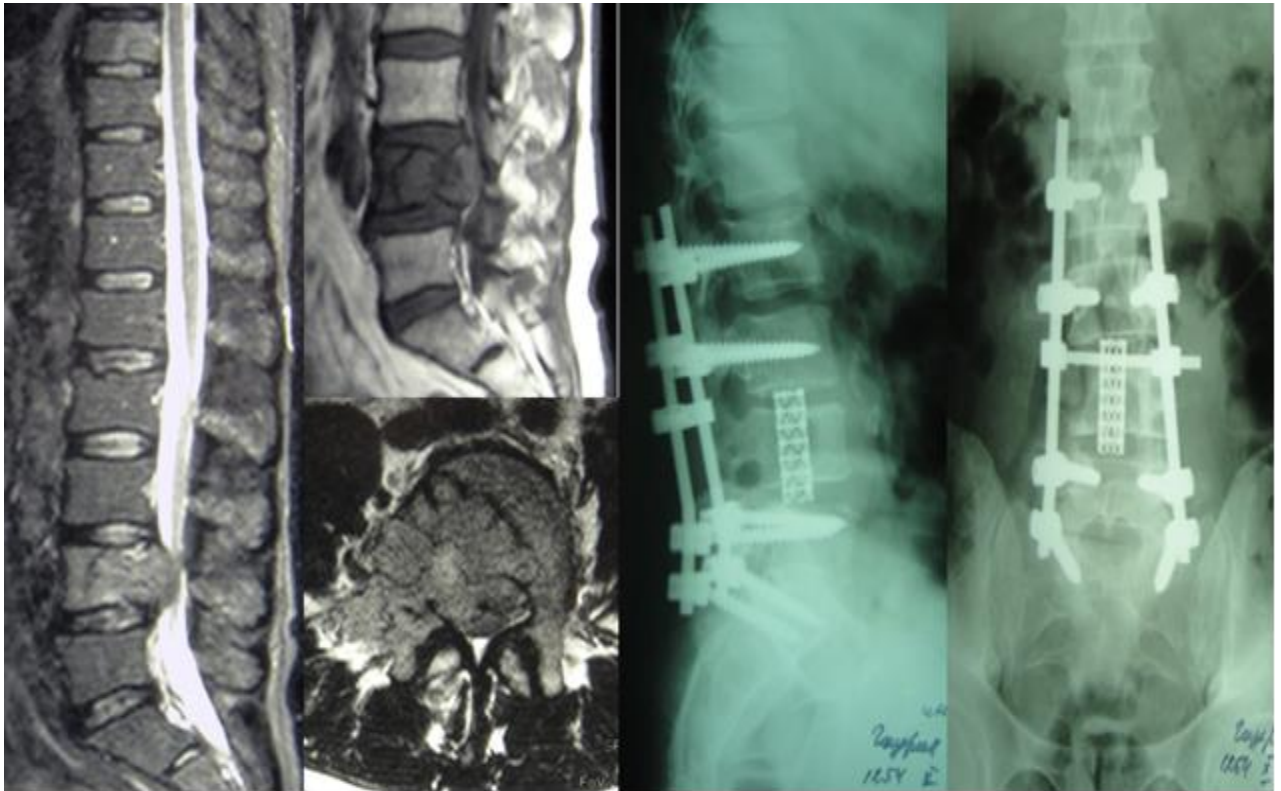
Дооперационные МР-томограммы и контрольные спондилограммы, пациент Н., 51 год
